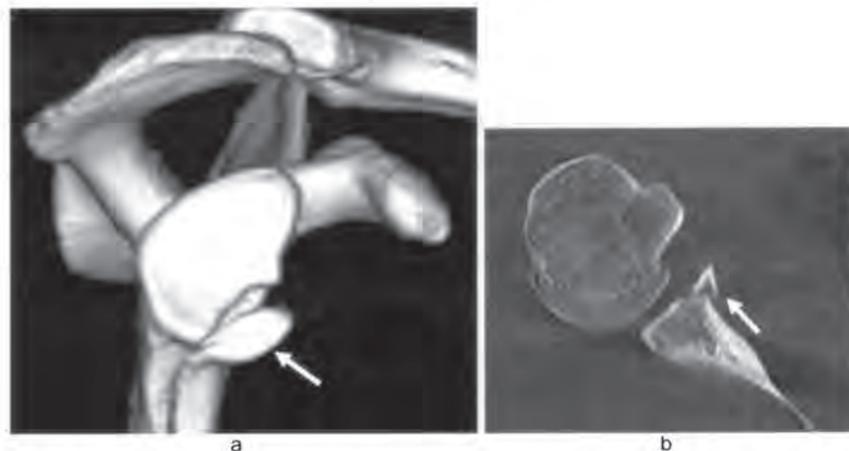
初診時3D-CT像、転位骨片(矢印) 図2b 初診時体軸断面CT像、転位骨片(矢印)
